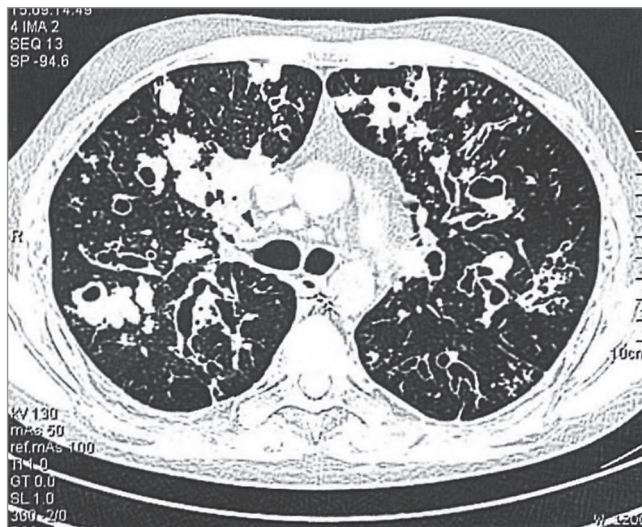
Фрагмент компьютерной томограммы органов грудной клетки больного 30 лет: субплевральные буллы, множественные бронхоэктазы, выраженная перибронхиальная инфильтрация
